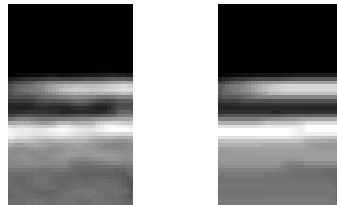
Recorte del complejo íntima-media en una ecografía (izq) y tras una apertura morfológica (der).
